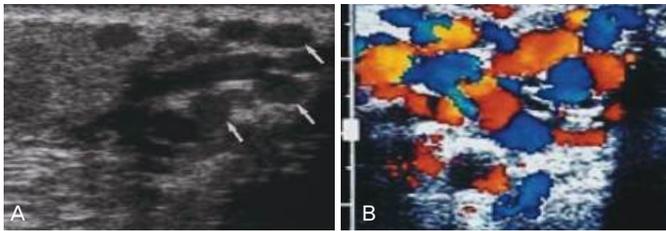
정계정맥류의 초음파 촬영 소견 (A.흰색 화살), 정맥혈의 역류 (B.붉은색 혈관)
